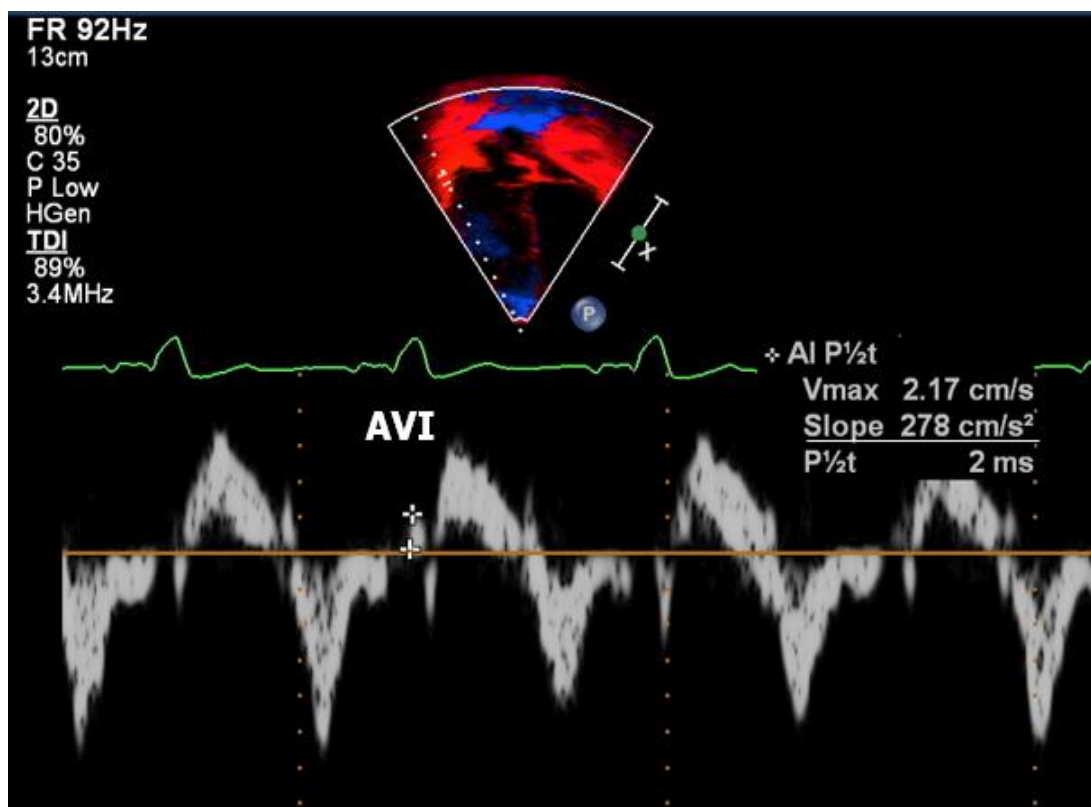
Curva espectral obtida pela análise do Doppler tecidual ao nível do anel da valva tricúspide. Análise da aceleração miocárdica durante a contração isovolumétrica (AVI)
